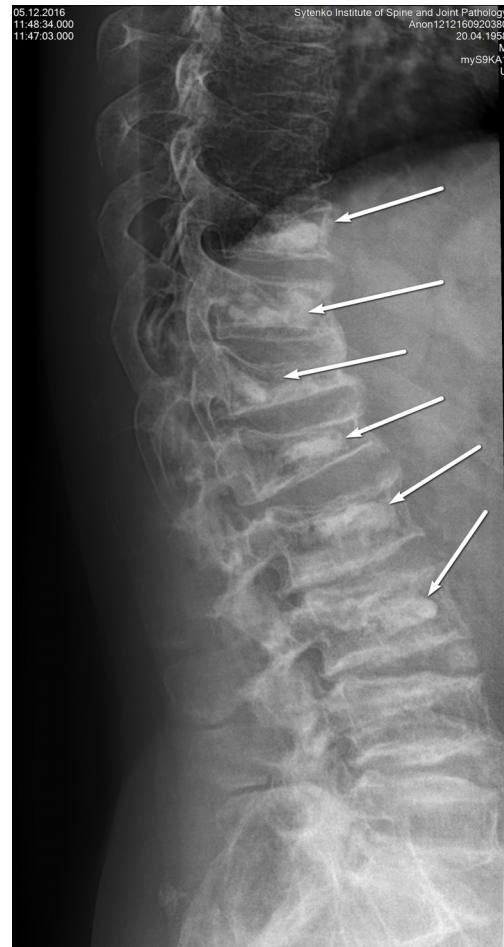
Рентген-знімок пацієнта 3. після операції. Стрілками відмічено місця введення композиту
